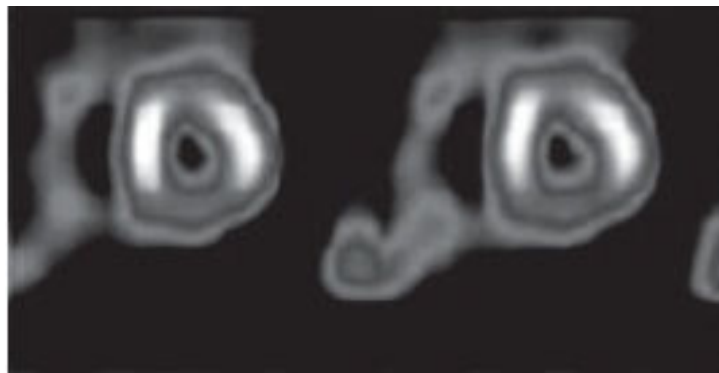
Imágenes típicas de un estudio SPECT de las arterias coronarias en el corazón (Imagen tomada de [48]).
